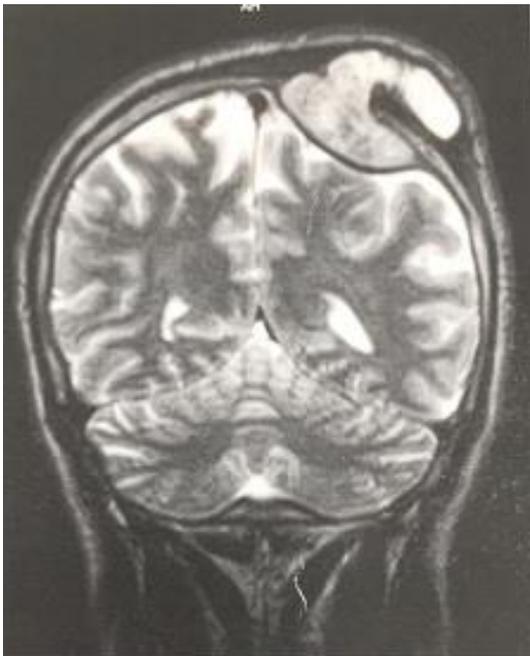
IRM crânio-encéphalique, coupe coronale pondération T1 et sagittale pondération T2 :
